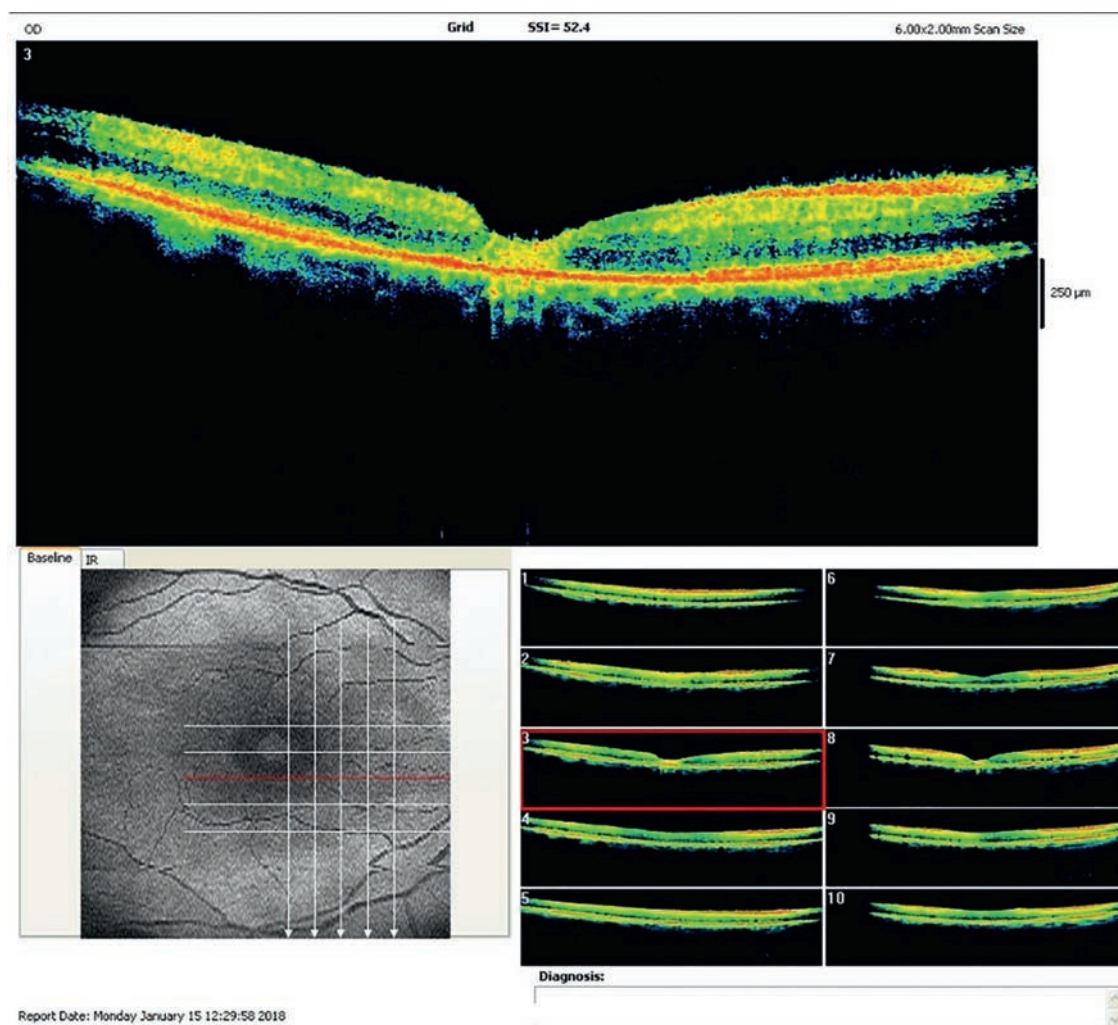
Данные оптической когерентной томографии. Закрытый сквозной макулярный разрыв
